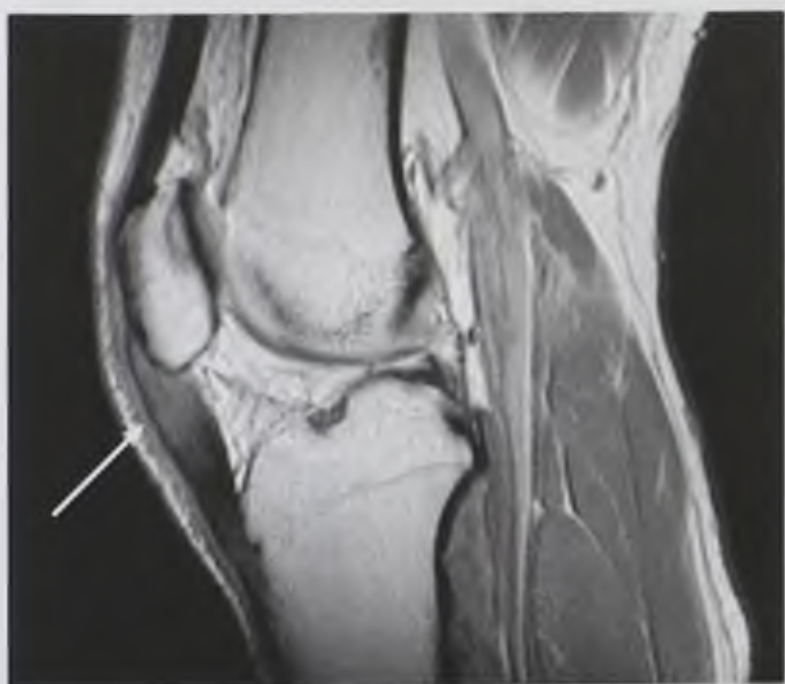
Магнитно-резонансная томограмма коленного сустава, Т2-взвешенное изображение во фронтальной плоскости. Тендинит связки надколенника. Определяются повышение интенсивности магнитно-резонансного сигнала от связки и ее утолщение (стрелка)
